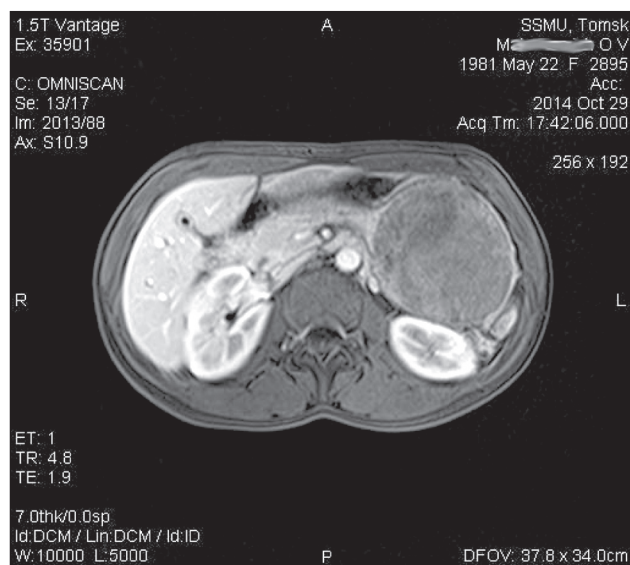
МР-томография. Киста в проекции хвоста поджелудочной железы
